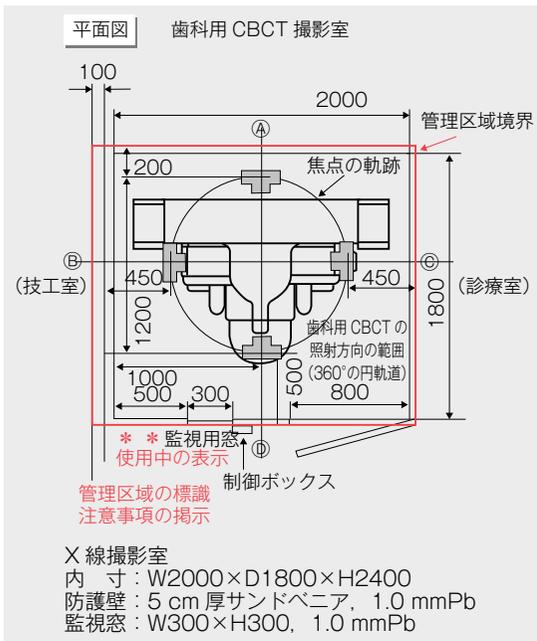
歯科用 CT 撮影室 (構造設備) 平面図
